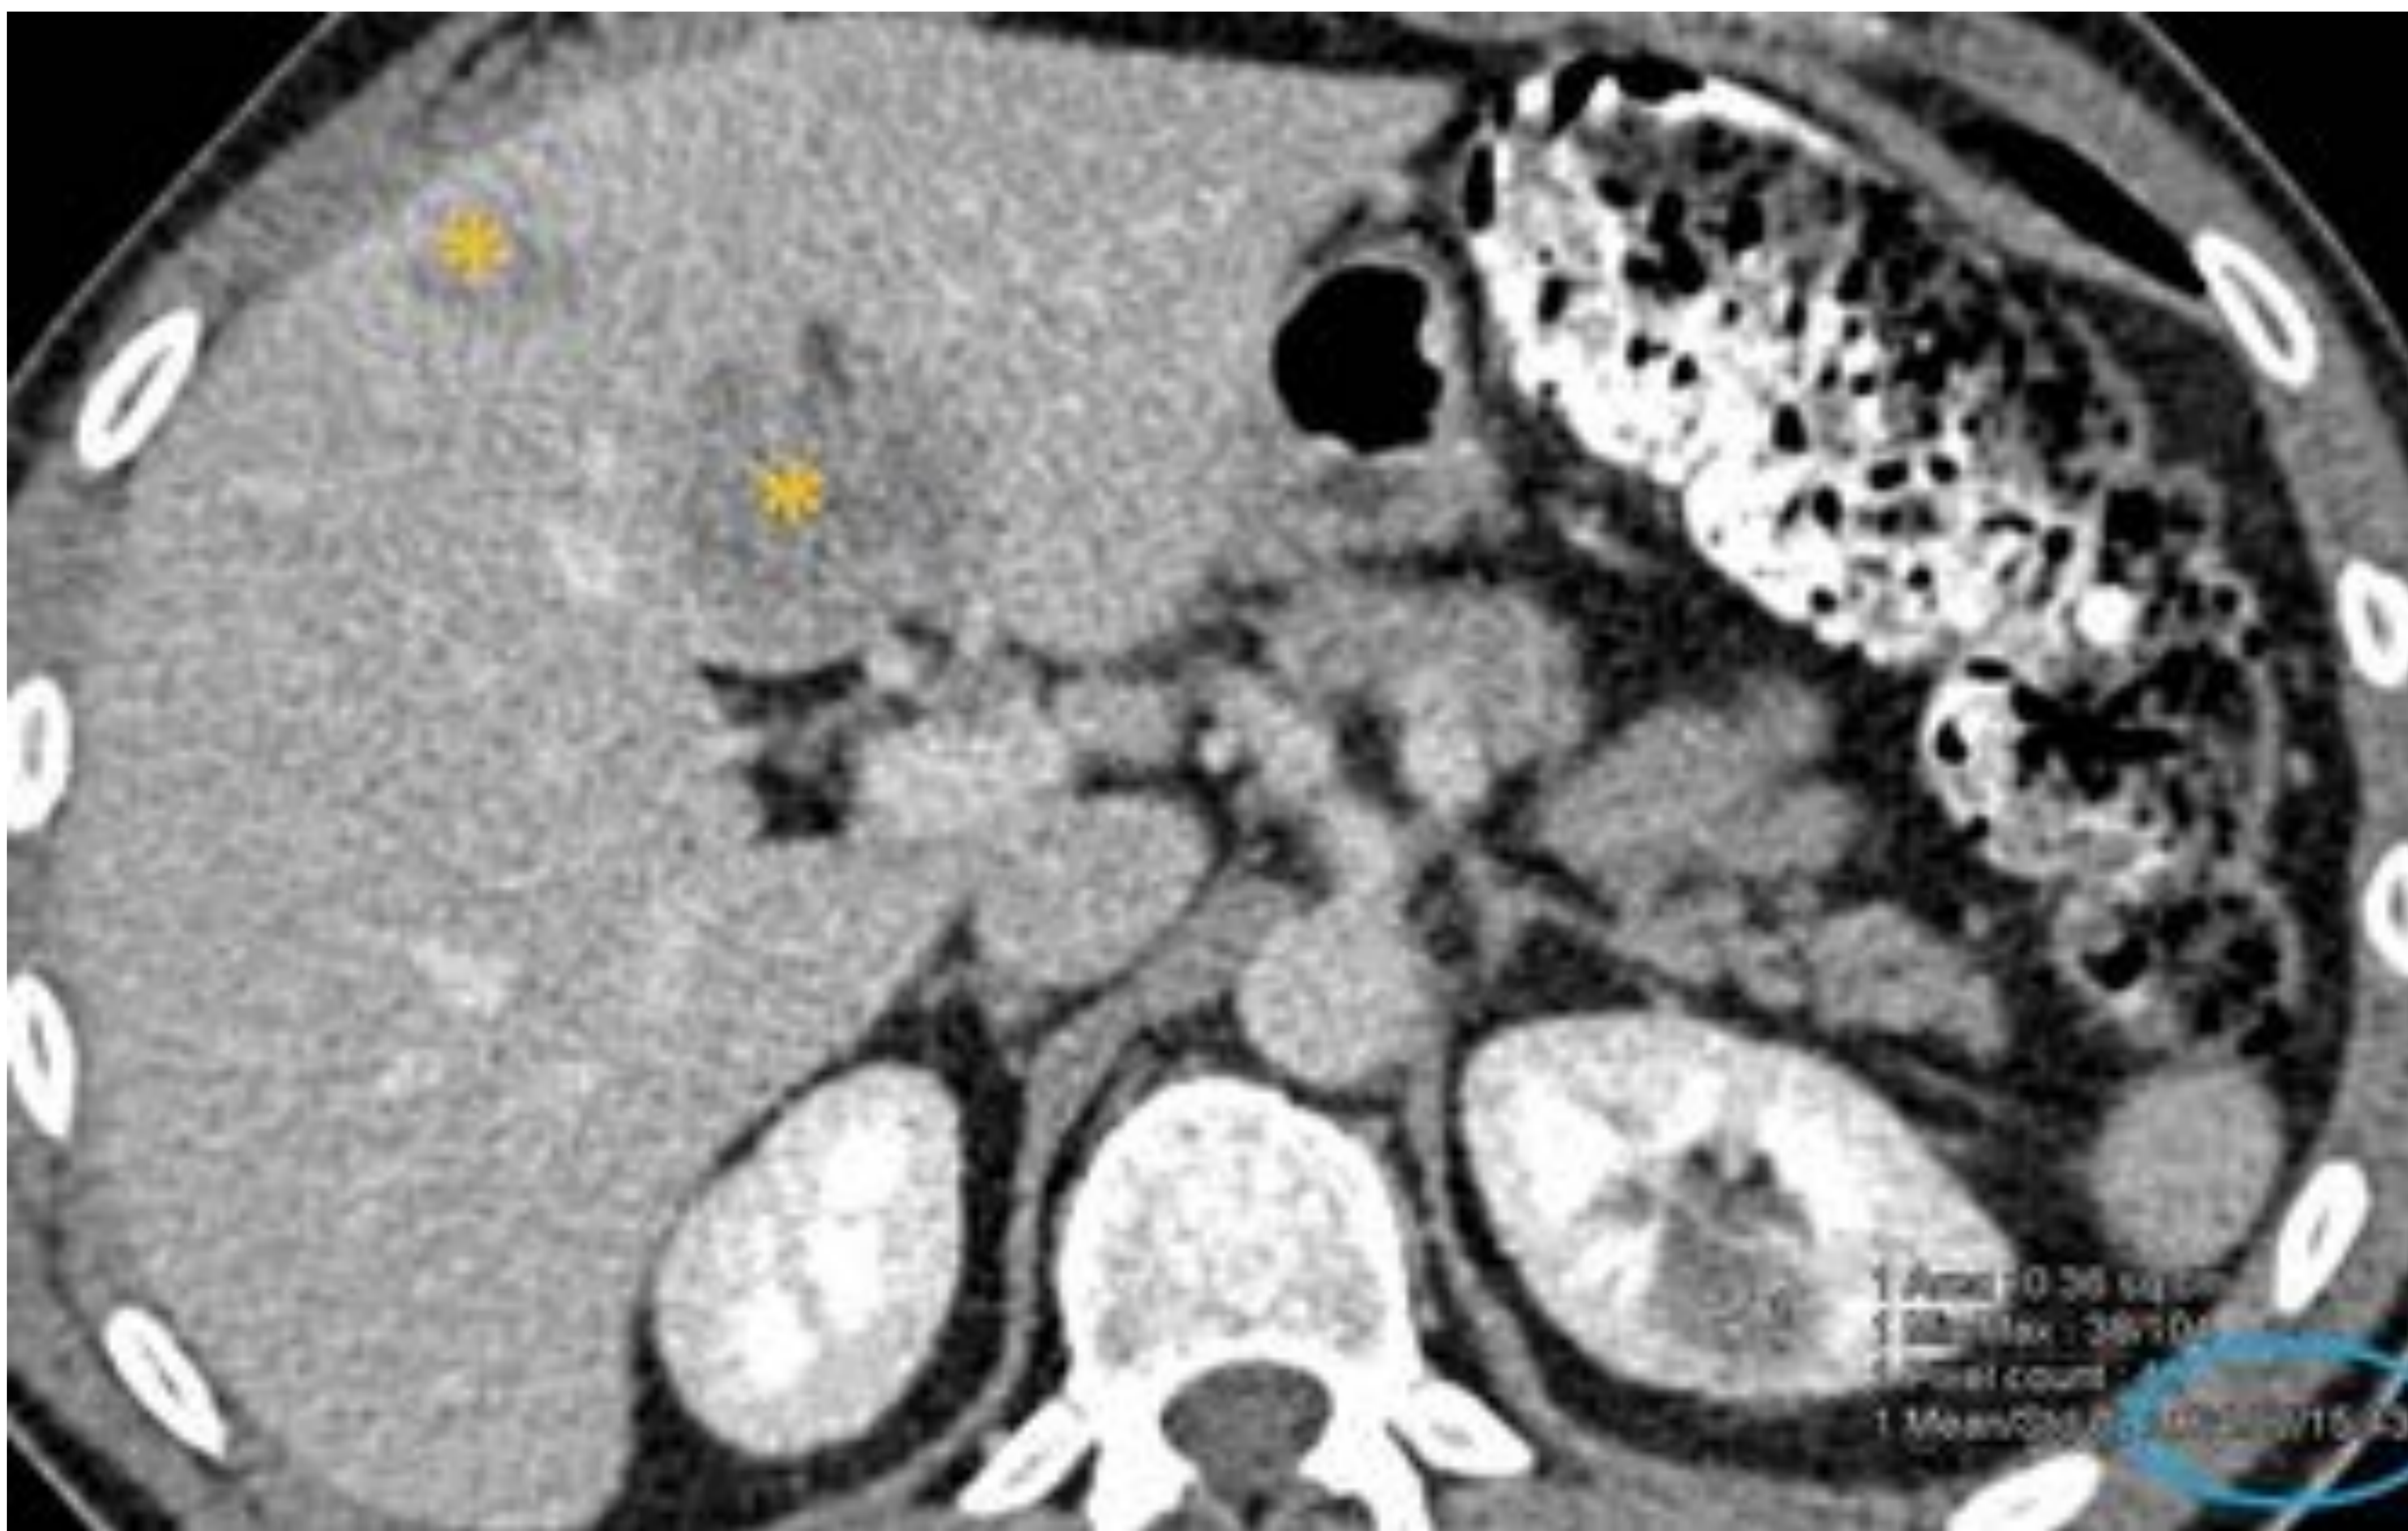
Imagen axial de TC de abdomen con contraste i.v. en un paciente con cáncer de pulmón. Se observa una lesión en el polo renal superior izquierdo hipodensa que a simple vista puede sugerir un quiste simple. El valor de píxeles de la región (ROI, (círculo azul)) descarta dicha naturaleza. Lesiones focales hepáticas hipodensas en el lóbulo hepático izquierdo (flechas amarillas) en relación con metástasis.
